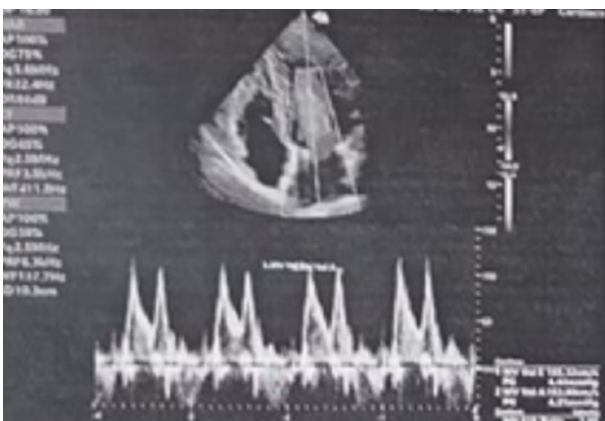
Eco-Doppler cardíaco con patrón de llenado normal con IM leve.
